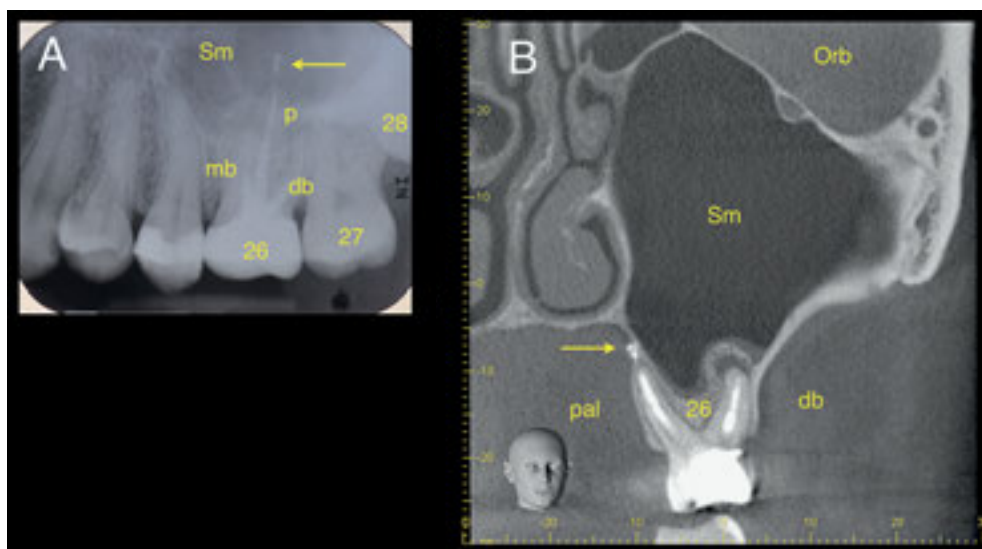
Patientin mit Anamnese sinusitischer Beschwerden und bekannter apikaler Pathologie der beiden bukkalen Wurzeln des Zahnes 26. Fragestellungen: Liegt das Fremdmaterial apikal der palatinalen Wurzel im Sinus maxillaris (Pfeil)? Einzelzahnrontgen (A), koronale DVT-Ebene (B), Orbita links (Orb), Sinus maxillaris links (Sm), palatinale Wurzel von 26 (pal), distobukkale Wurzel von 26 (db), Fremdmaterial ausserhalb des Sinus maxillaris (Pfeil).
